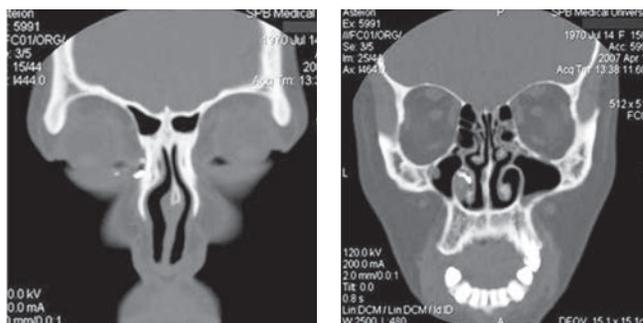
МСКТ с контрастированием слезоотводящих путей. Нарушение оттока в результате стеноза носослезного канала полипом нижней носовой раковины справа [1]
